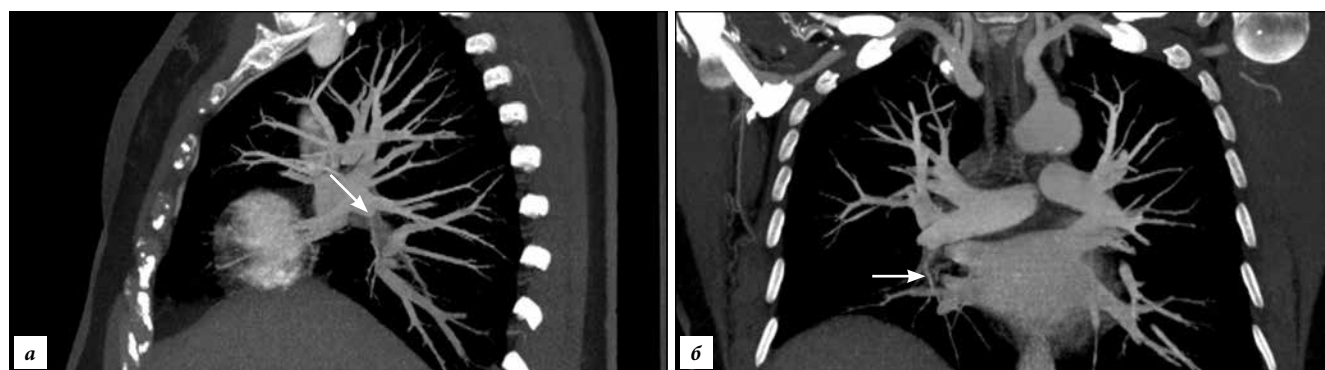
Женщина 56 лет, в анамнезе рецидивирующая ТЭЛА, МСКТ-ангиопульмонография: сагиттальная (а) и фронтальная (б) реконструкции в режиме МIP, определяются окклюзии правых базальных сегментарных артерий, на фоне которых визуализируются извитые и расширенные бронхиальные артерии (стрелки).
